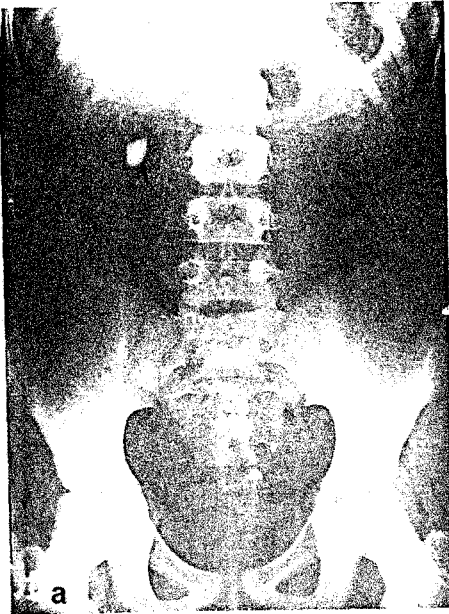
Radiografie renală simplă. Calcul radioopac.
